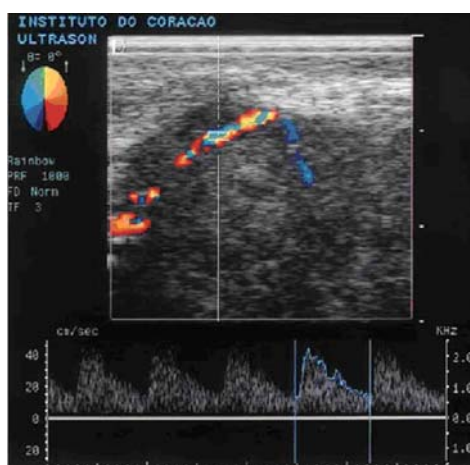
Doppler pulsado avaliando tumor de mama: em geral o Doppler de onda pulsada é avaliado em sua forma espectral, abaixo, conjuntamente com o fluxo em cores sobre o modo B, acima. Fonte: Borges (2004).
